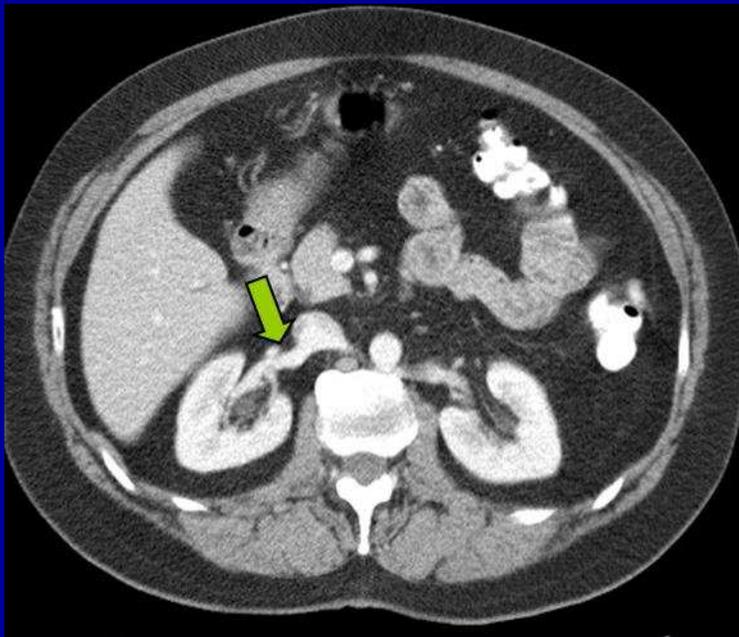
TC abdominal, con cte. EV. Riñón derecho, con vena renal única (flecha verde).
